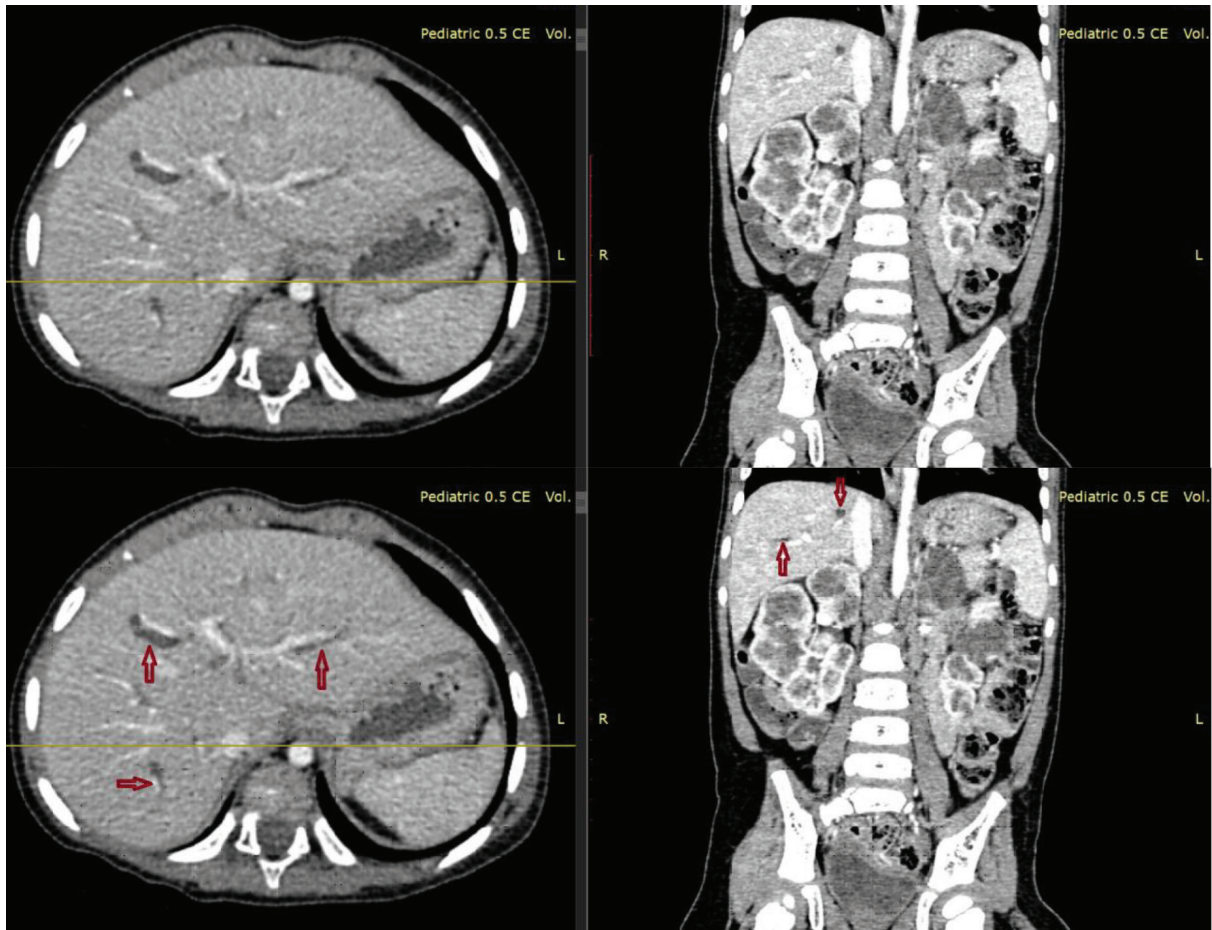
Дівчинка М., 2 роки. Коронарний та аксіальний скани КТ. Пізня артеріальна фаза. Хвороба Каролі і полікістоз нирок
